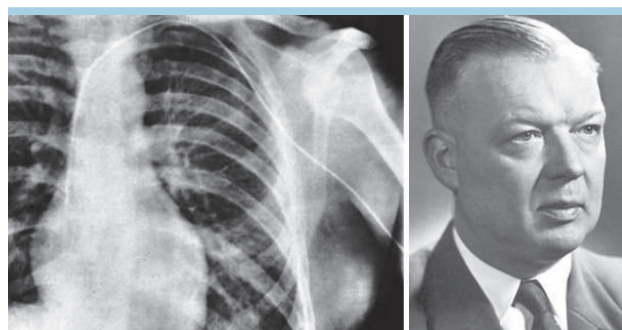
Foto di Werner Forssmann e della radiografia del suo torace durante il primo cateterismo cardiaco destro.
